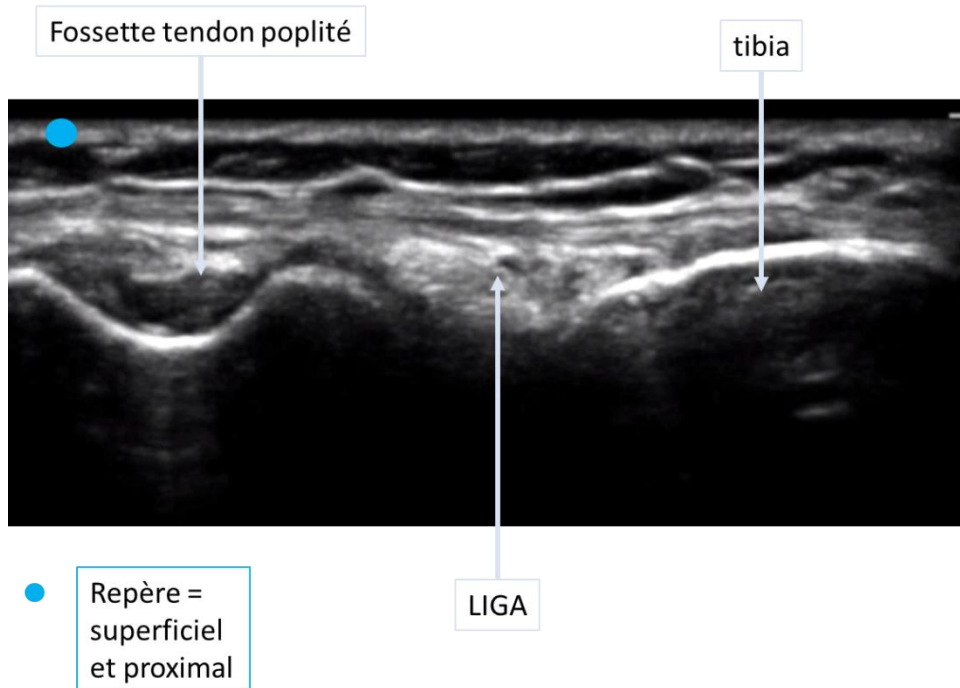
Définition des repères échographiques : la face latérale de l'extrémité inférieure du fémur avec la fossette du tendon poplité, la face antérolatérale de l'extrémité supérieure du tibia, l'interligne articulaire avec le ménisque latéral et l'artère géniculée latéro-inferieure (LIGA)
